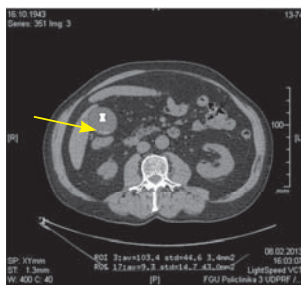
КТ брюшной полости. Плотность желчи +9,3 HU, конкремента +103,4 HU (показан стрелкой).
